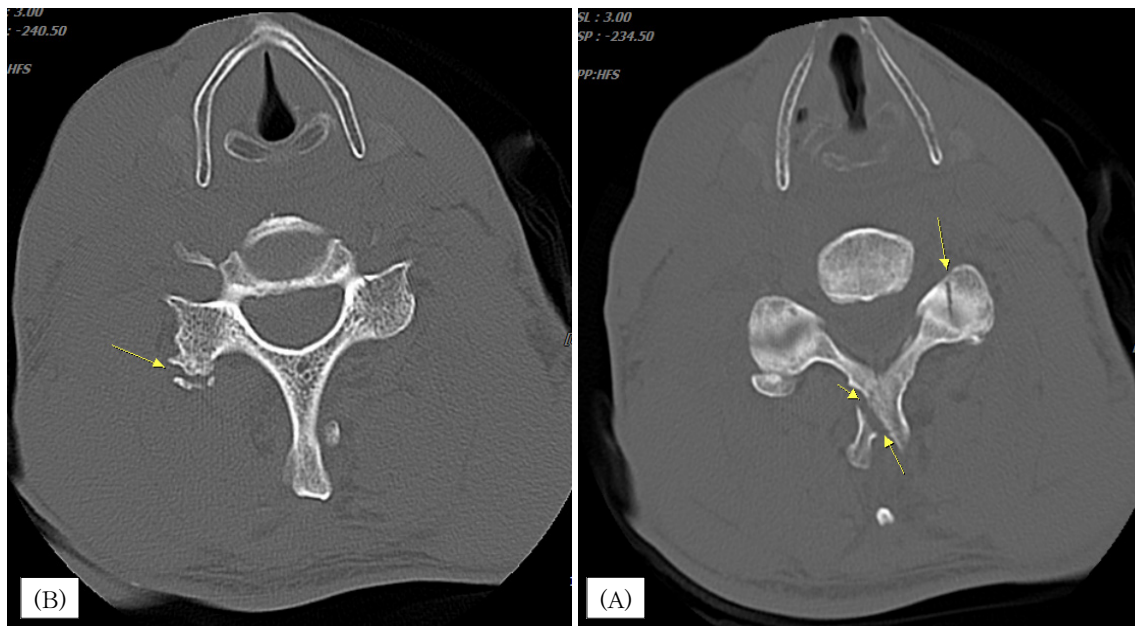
CT of cervical spine.
